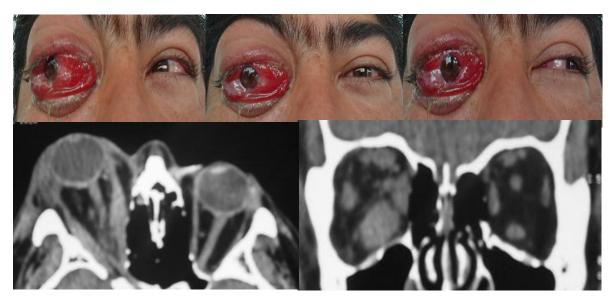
XT de gran magnitud a la mirada al frente con limitación severa de la mirada hacia adentro del ojo derecho. TC de orbitas: corte axial engrosamiento importante del recto medial y lateral del ojo derecho y coronal muestra el gran involucro del recto inferior del mismo ojo.
